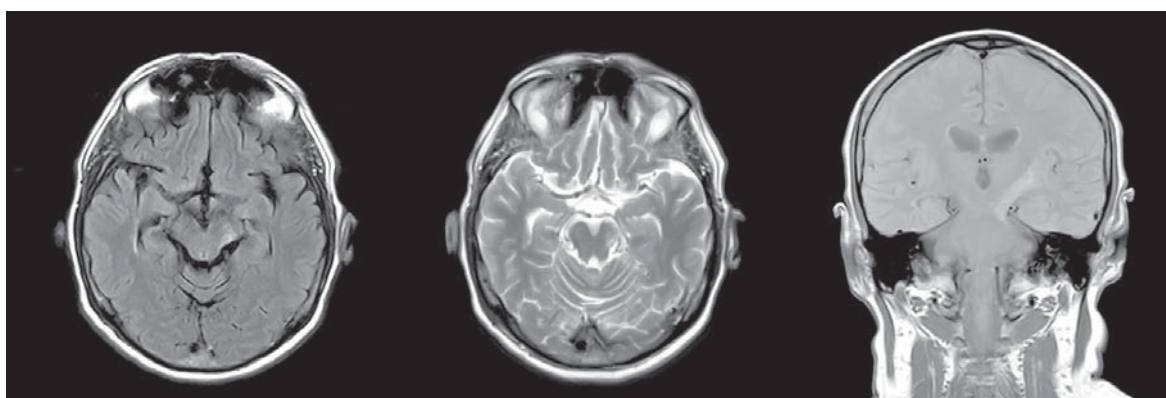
În secvențele prin IRM: a. FLAIR axial, b. T2WI axial, c. PD coronar vizualizăm hiperintensitate pe traseul topografic al tracturilor piramidale pe stânga, din capsula internă, pediculul cerebral stâng și trunchiul cerebral
